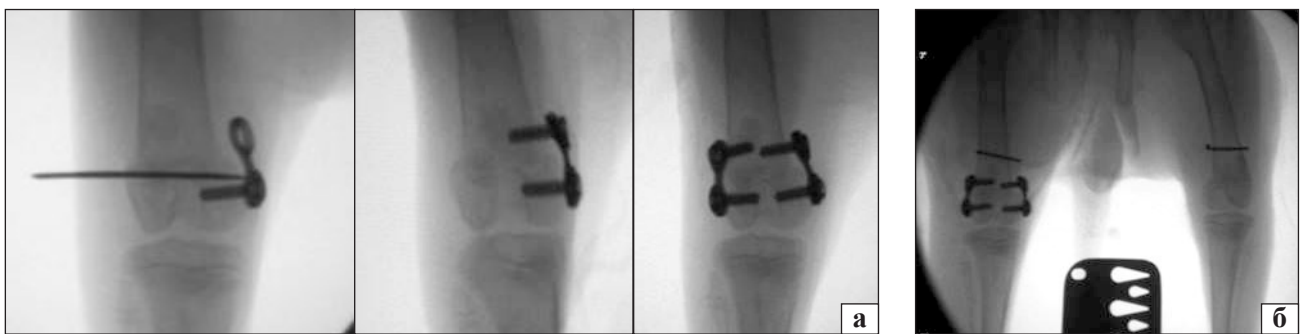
ТДБ дистальної НЗ стегнової кістки в експерименті: а) ілюстрація етапів операції; б) оглядова рентгенограма нижніх кінцівок кроля після імплантації пластин із гвинтами та спицями Кіршнера
